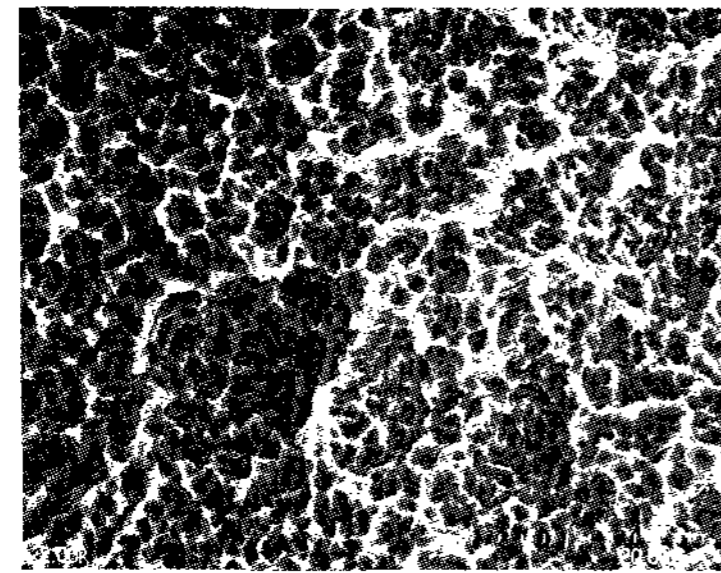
SLA surface treated by 50mg/ml TC-HCl for 2min($\times 2,000$).
